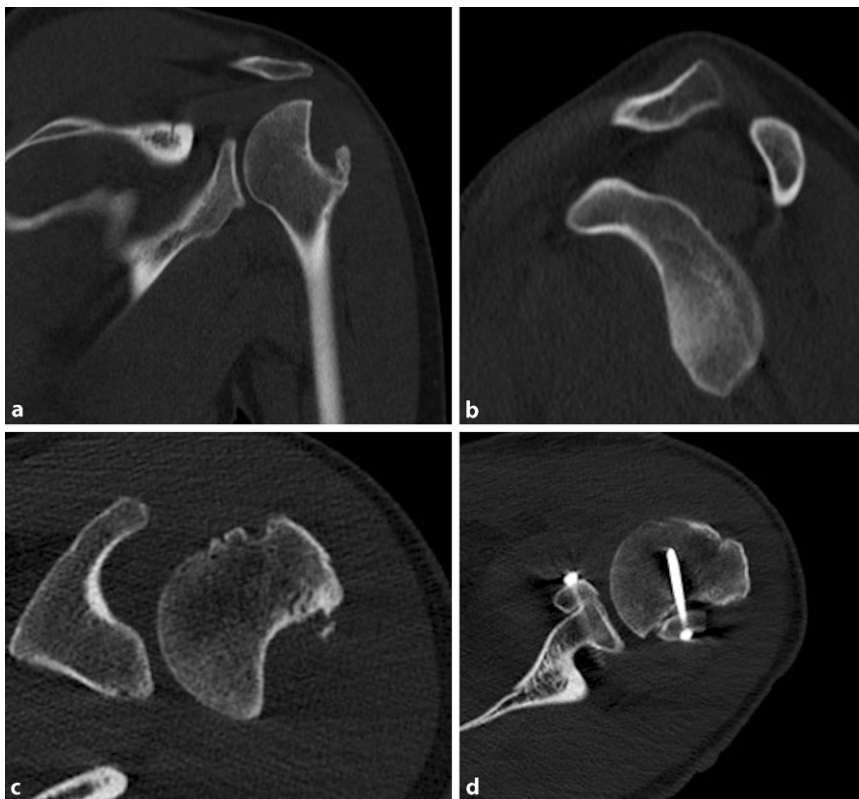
▲ Bipolare Defektsituation, präoperative Computertomographie (CT) mit ausgeprägtem Hill-Sachs-Defekt am dorsalen Humeruskopf (a und c) und ventrales Glenoid (b) sowie postoperative CT-Kontrolle nach erfolgter ventraler Latarjet-Operation und Auffüllung des Hill-Sachs-Defekts mit autologem Beckenkammspan (d). Die kombinierte Versorgung eines glenoidalen und humeralen Defekts ist im einzeitigen Vorgehen wie auch als zweizeitiger Eingriff durchführbar
